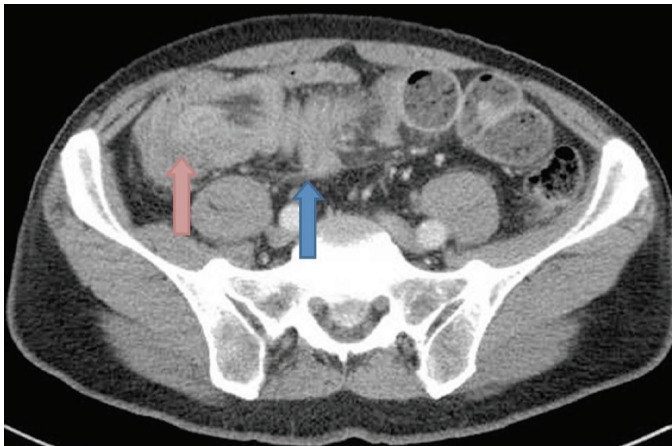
Abdominal computed tomography scan shows an abdominal mass (pink arrow) and the appearance of intussusception like a sausage (blue arrow)
